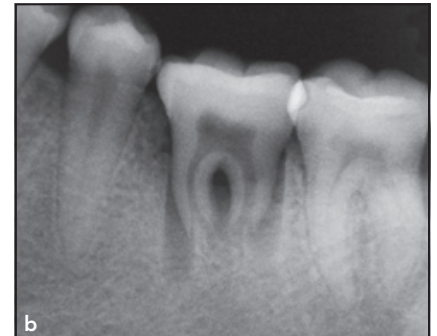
Röntgenaufnahmen (a) 4 und (b) 24 Monate nach der Transplantation.
